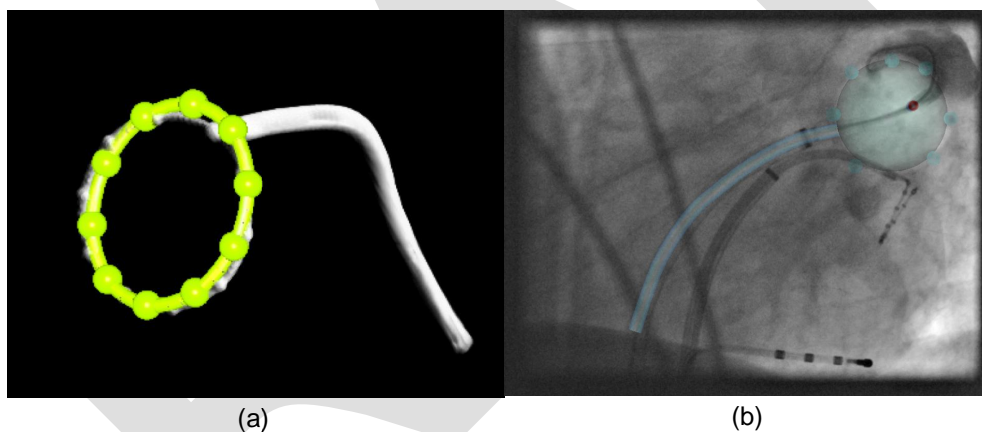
Beispiel für die Genauigkeit der dreidimensionalen Modelle, die man mit einem Biplansystem aus zwei Ansichten rekonstruieren kann. In (a) ist der elliptische Teil des zirkulären Mappingkatheters im Vergleich zu einer Kegelstrahl-Computed-Tomographie zu sehen. In (b) wird das dreidimensionale Modell des Kryoballonkatheters auf dem Fluoroskopiebild überlagert.
